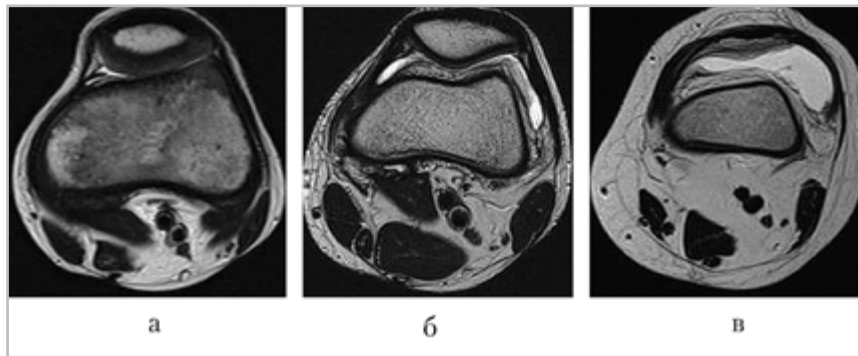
Магнитно-резонансные томограммы, Т2-ВИ, аксиальная проекция. Внутрисуставной выпот: *а* — больной ЮИА 5 лет, максимальный слой жидкости 1,5 мм (балльная шкала 1); *б* — больной ЮИА 14 лет, толщина внутрисуставного выпота 4 мм (балльная шкала 2); *в* — больной ЮИА 16 лет, максимальная толщина слоя выпота 22 мм (балльная шкала 3)
